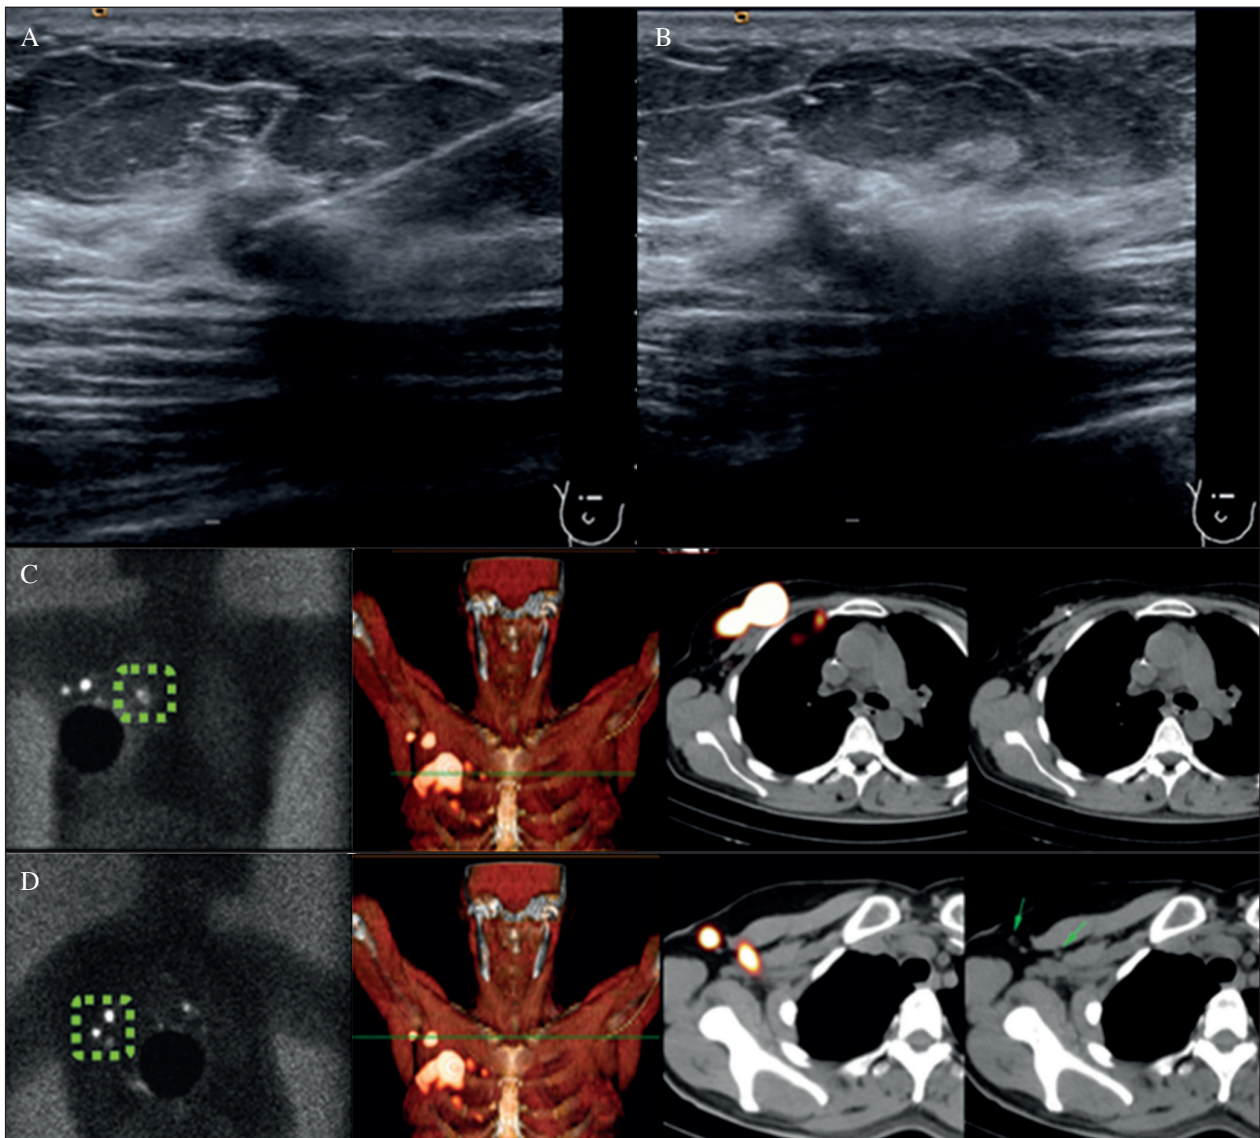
Inyección intratumoral y ganglio centinela (SNOLL) y utilidad de la SPECT/CT. A y B. Inyección de radiotrazador en lesión no palpable de mama derecha mediante guía ecográfica. C y D. Visualización de drenaje en cadena mamaria interna y axila (círculos punteados verdes) y visualización con imágenes SPECT/CT y volumétricas de dicho drenaje a partir de SEPCT/CT.
